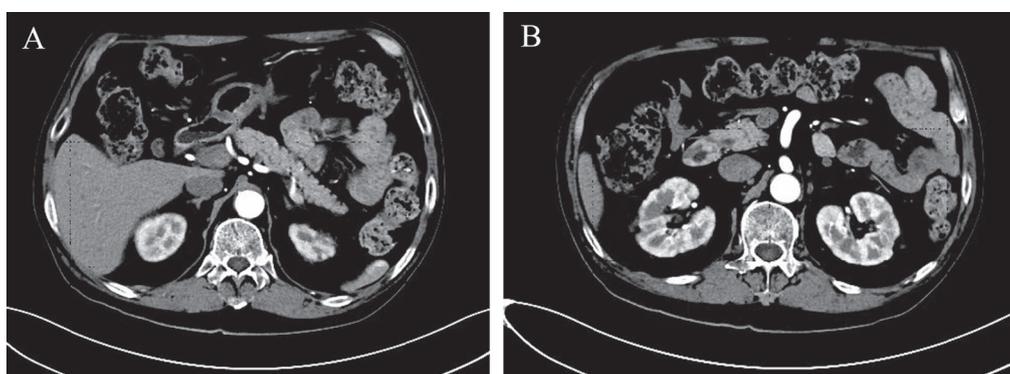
大疱性类天疱疮并巨淀粉酶血症患者腹部 CT 图
